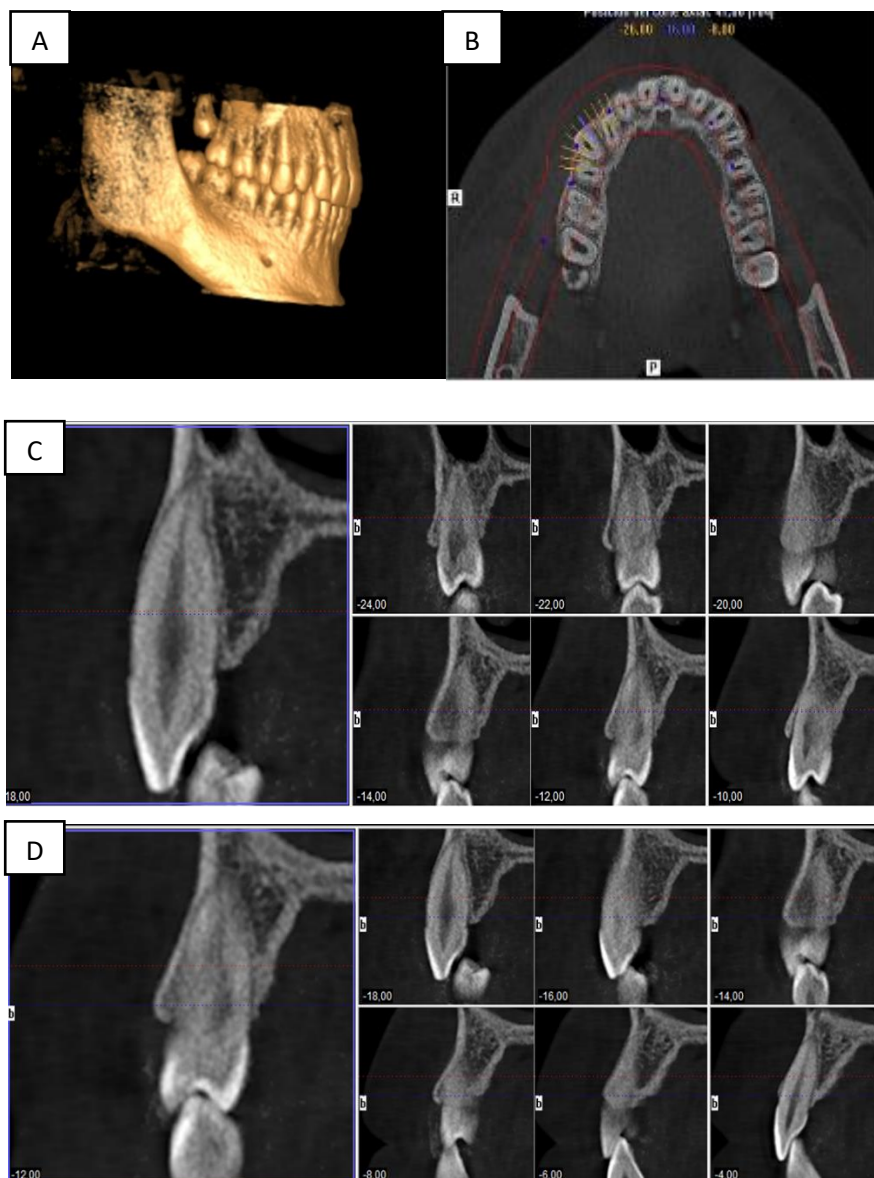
Cone Beam inicial del sector de la transposición (A y B), cortes a nivel de pd 13 (C) y cortes a nivel de pd 14 (D).
